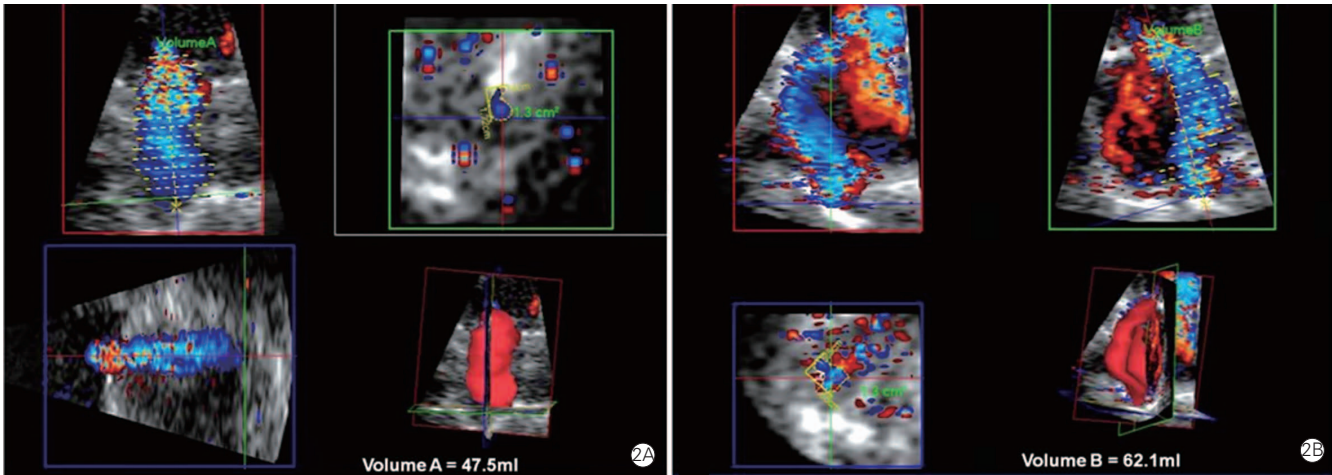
实时三维超声心动图平面法测量二尖瓣反流有效反流口面积
